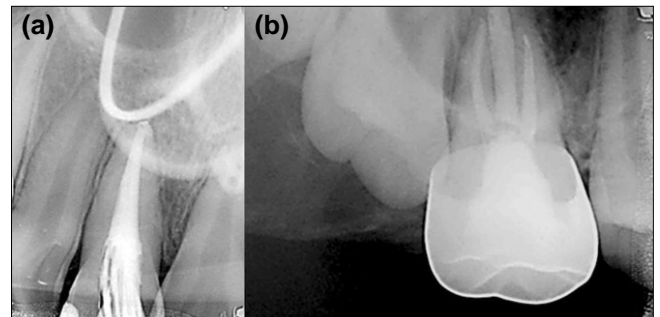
Periapical view after treatment. (a) Right maxillary central incisor. (b) Right maxillary first molar.
